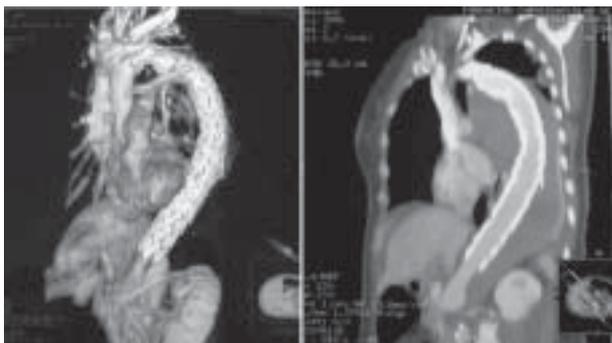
Angiotomografía de reconstrucción por técnica endovascular de arco aórtico, aorta torácica descendente y abdominal suprarrenal.
